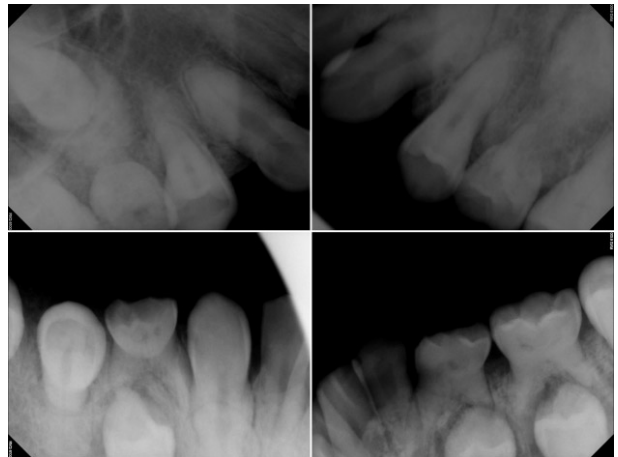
Periapical view taken on Sep, 2015. Hypercementosis on erupted premolars and impacted permanent teeth follicles.
